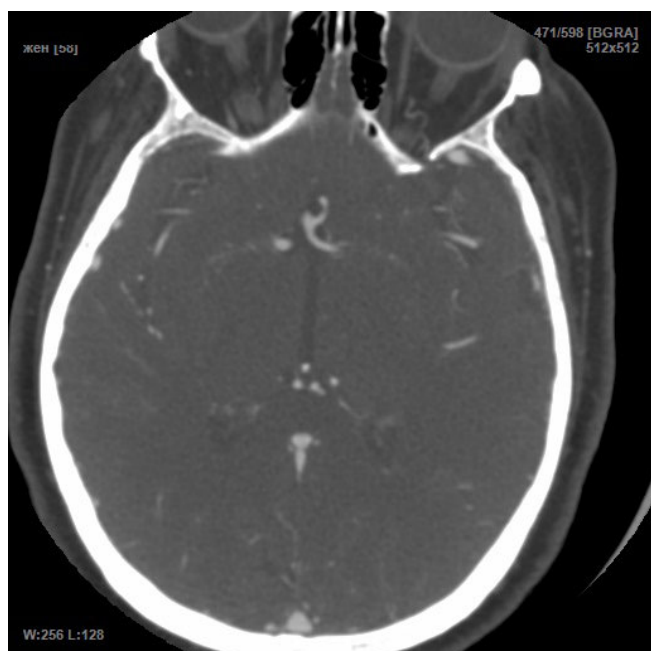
Аксиальная КТ-томограмма на уровне передних мозговых артерий. Ретроградное заполнение прекоммуникационного сегмента A1 передней мозговой артерии слева. Аневризма передней соединительной артерии
